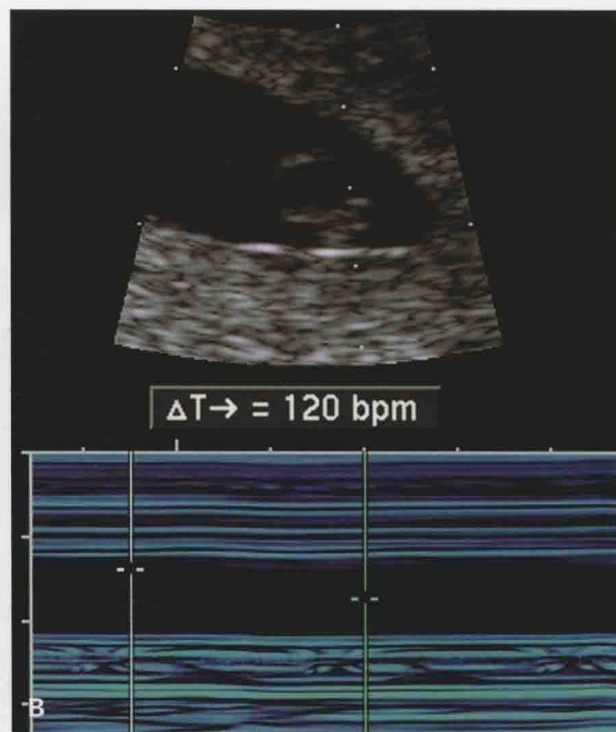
妊娠 6 周胚胎心搏。（A）胚胎（箭头）几乎不可见，仅在卵黄囊的边缘发现局部增厚。（B）M 型超声检测到胚胎内心搏 109 次/分（测量游标）。
